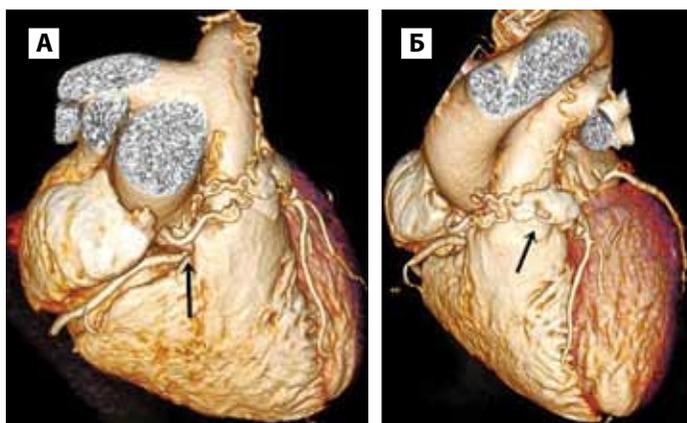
КТ-коронароангиография. 3D-реконструкция. А, Б – коронарно-легочная фистула ПКА.
